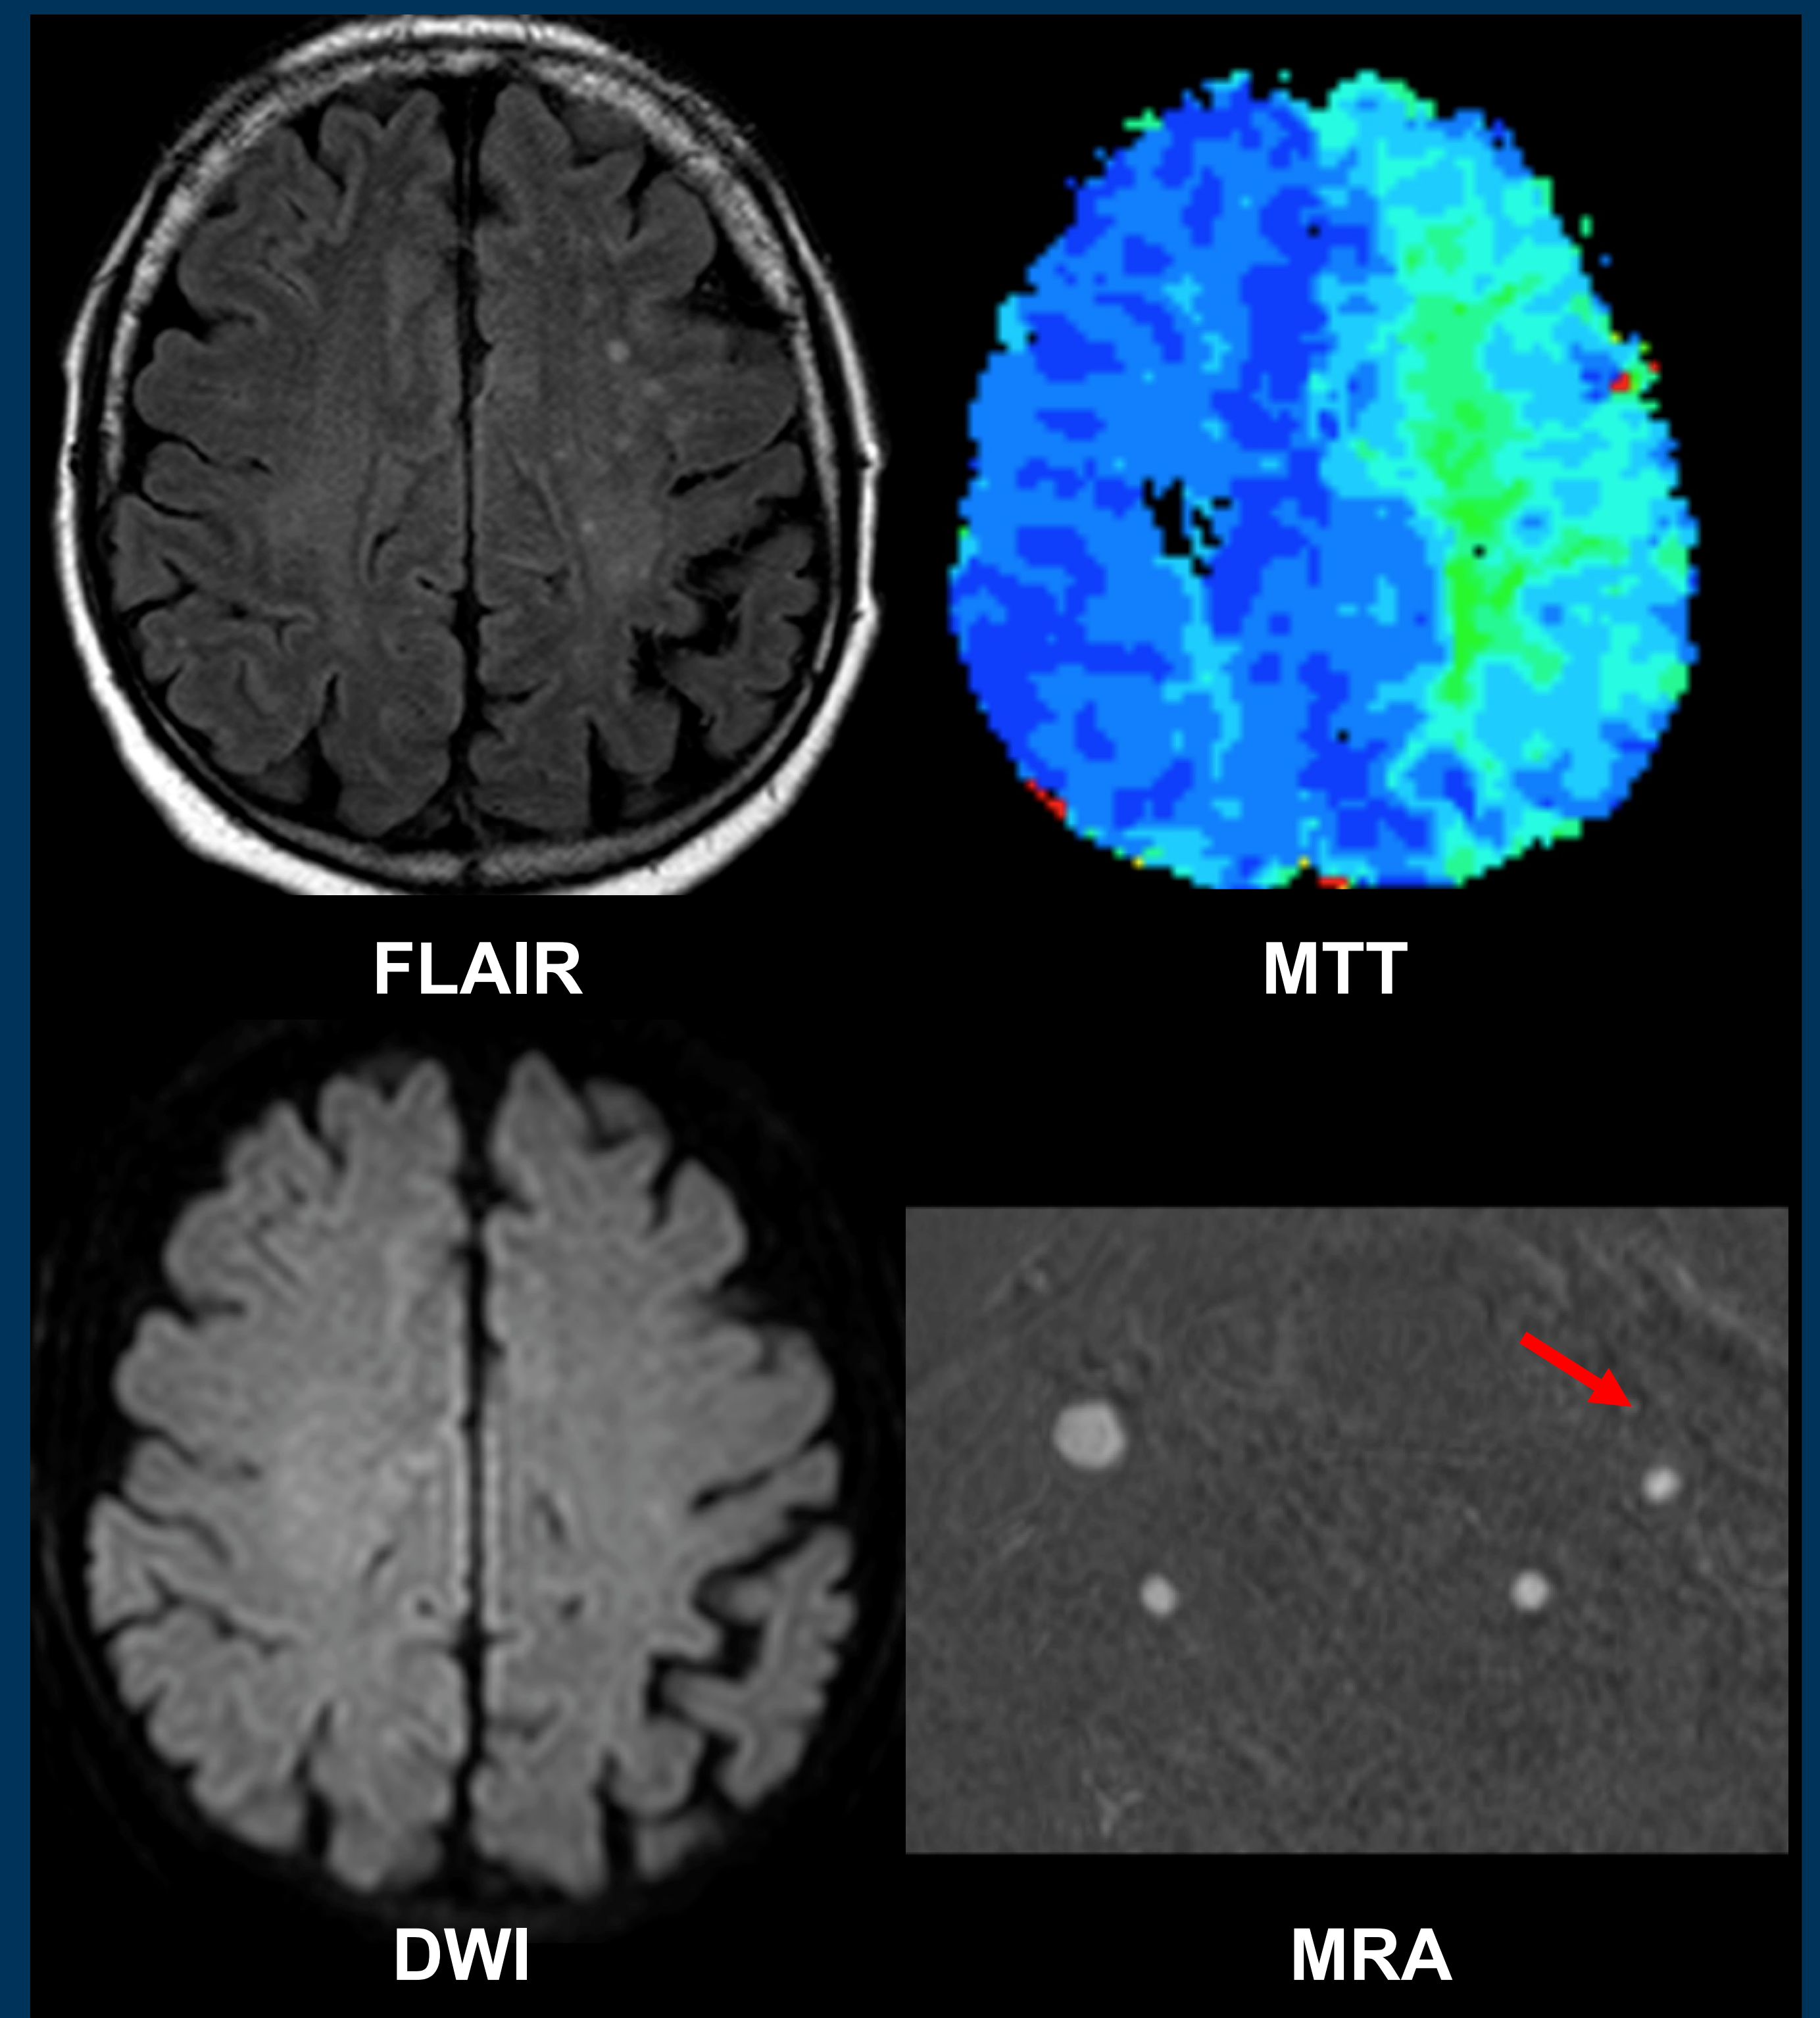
Axiale FLAIR, DWI, MTT sowie MR-Angiographie der Halsgefäße desselben Patienten (siehe Abb.1.). Kein zytotoxisches oder vasogenes Ödem bei deutlicher linkshemisphärischer Perfusionsverzögerung und hochgradiger ACC-Stenose.
